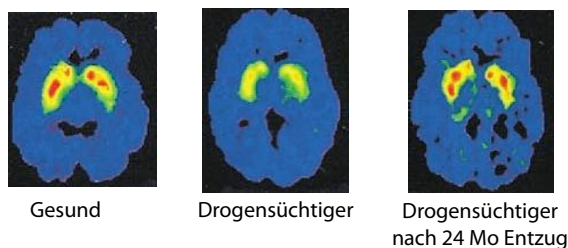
Gehirnaktivität gemessen mit PET. [34]
